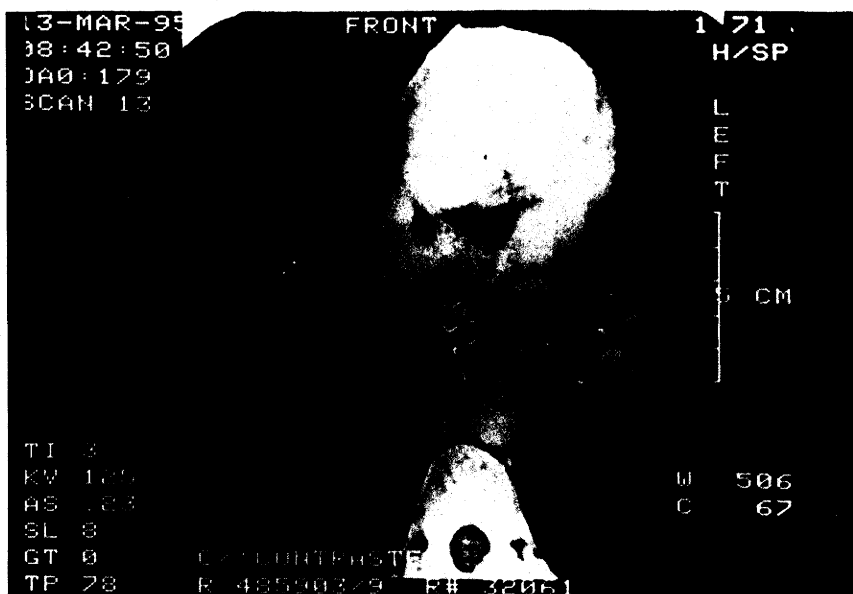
TAC "convencional" (não magnificada) de paciente com CEE, não faz parte da casuística em estudo. Observa-se a dificuldade da visualização dos limites entre brônquios, esôfago e neoplasia
